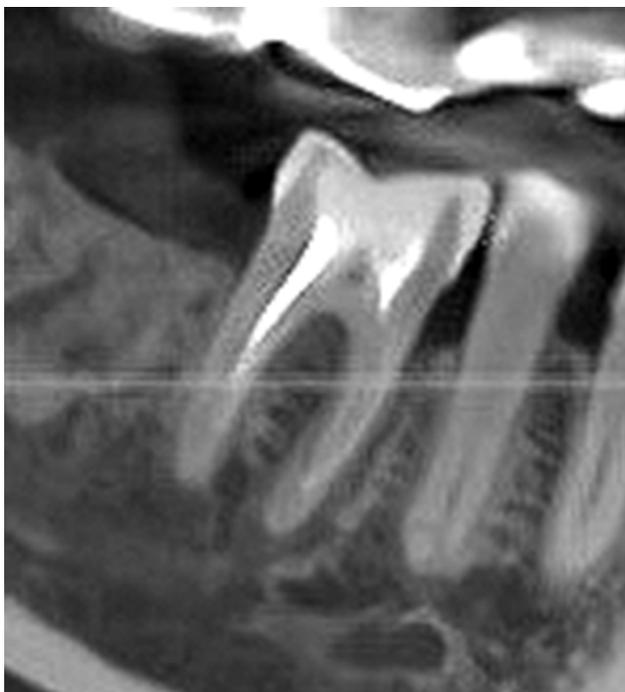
Сагиттальная плоскость области костной пластики материалами Bio-Oss, Bio-Gide спустя 5 мес. Конусно-лучевая компьютерная томография.
